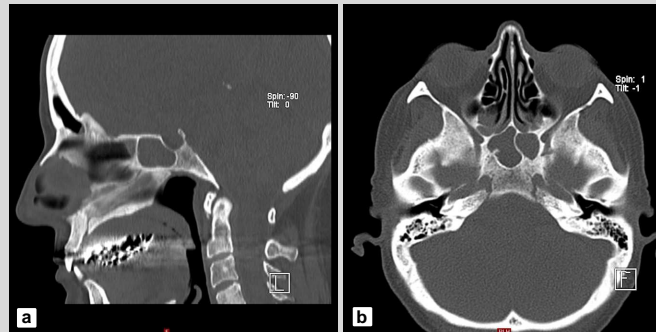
Transversales (a) und axiales (b) CT NNH mit Teilverlegung der hinteren Ethmoidalzellen und vollständiger Verlegung des Sinus sphenoidalis beidseits sowie inhomogener Knocheninnenstruktur im Bereich von Clivus und Sella.
